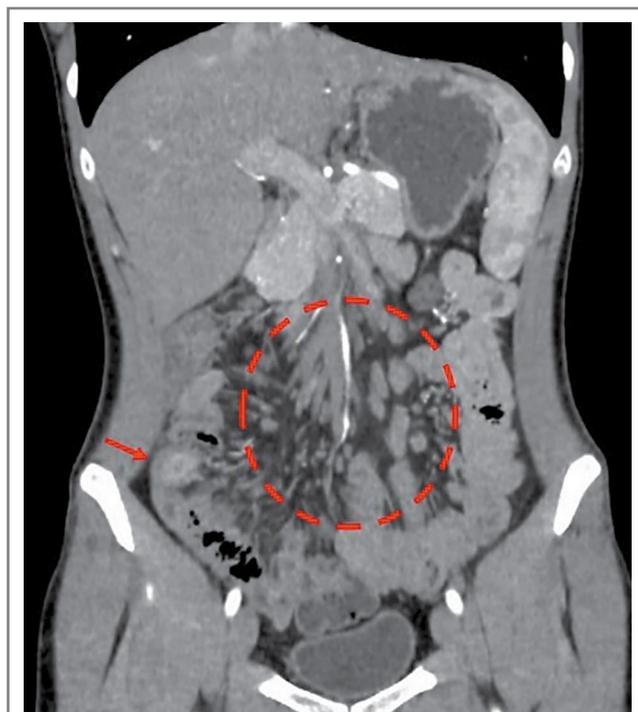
КТ-энтерография. Картина мезентериальной лимфаденопатии ободочной кишки.
